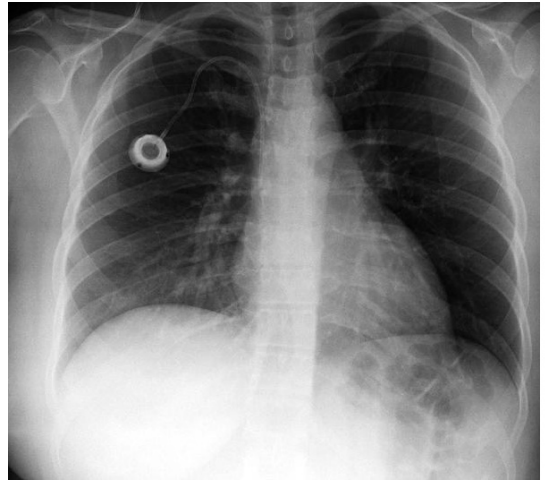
Radiografia de tórax demonstrando reservatório e cateter implantados através de punção em veia subclávia direita.
